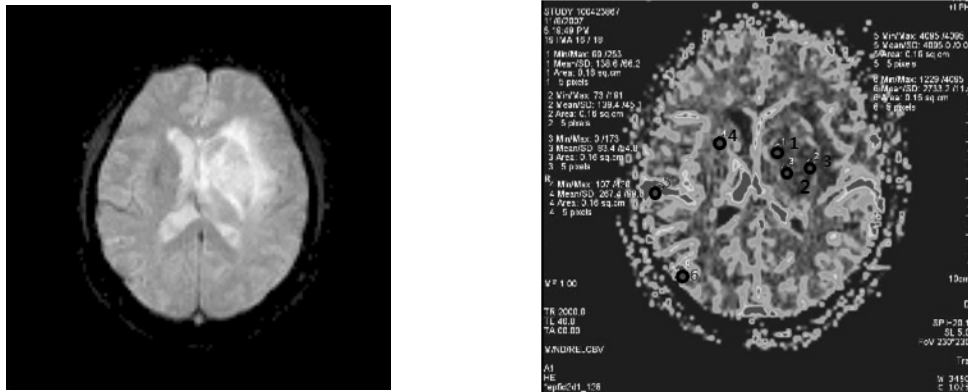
Perfusion MRI and rCBV of low-grade glioma in 53-year old women.
